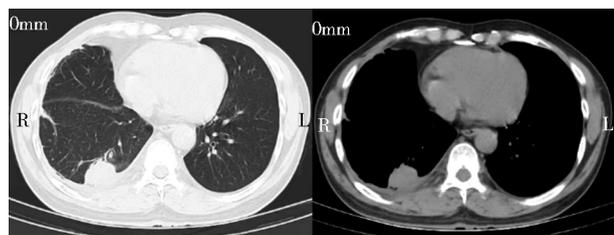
胸部CT示右侧胸腔包裹性积液及右肺下叶高密度影
